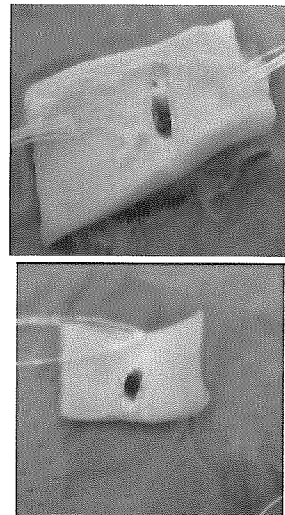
ESPA、レベル5、3秒の超音波振動（左：外壁側、右：内壁側）
